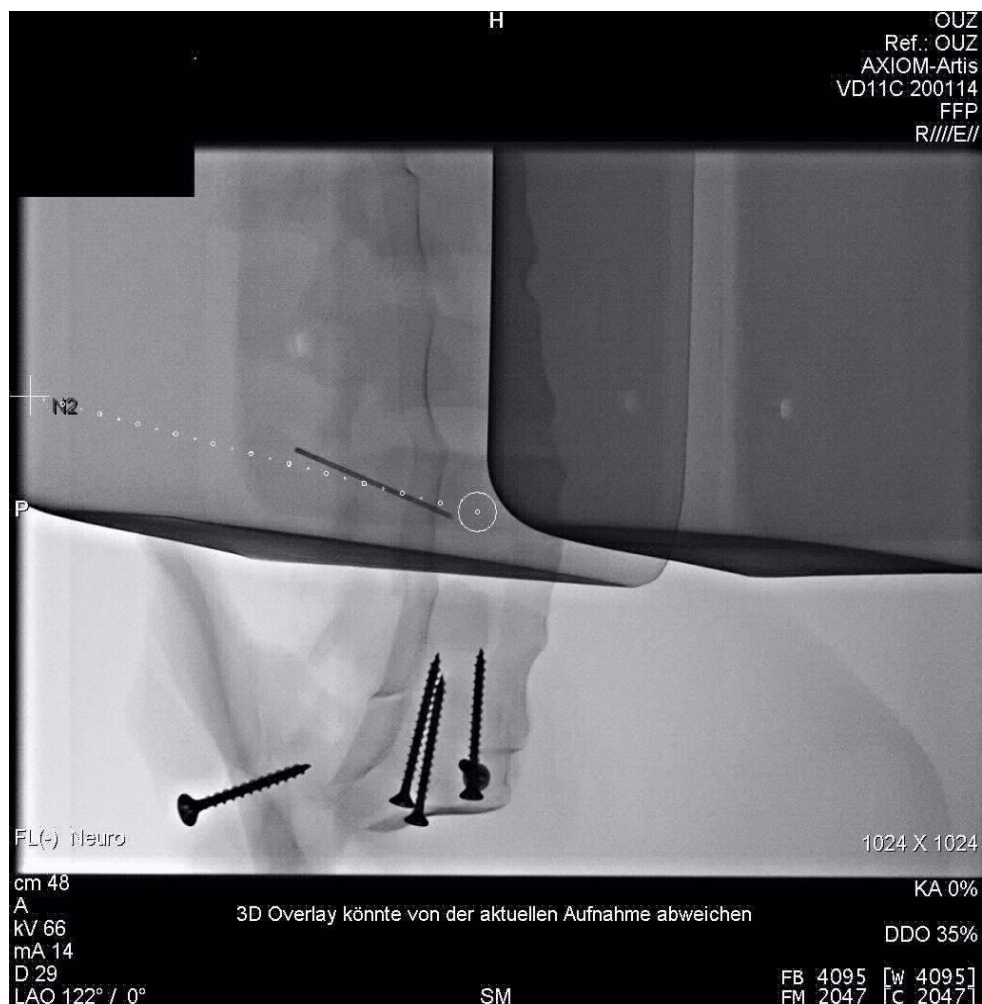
Eingebachte Nadel über LWK 4. Die gestrichelte Linie zeigt den geplanten Pfad an, die durchgezogene Linie zeigt die eingebrachte Nadel an. Es ist zu erkennen, dass die Nadel zu steil absteigt, daher wird das geplante Isozentrum in dieser lateralen Projektion nicht erreicht. Röntgen. (Eigenes, unveröffentlichtes Bildmaterial).
